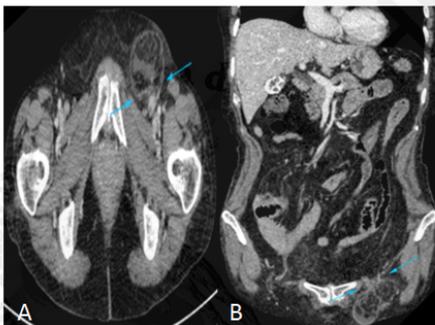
A. Imagen axial de TAC de abdomen y de pelvis con contraste control del posoperatorio que muestra asas intestinales sin signos obstructivos y recidiva de su hernia crural izquierda que contiene en el interior del saco tejido graso inflamado (epiplón) y contenido líquido
